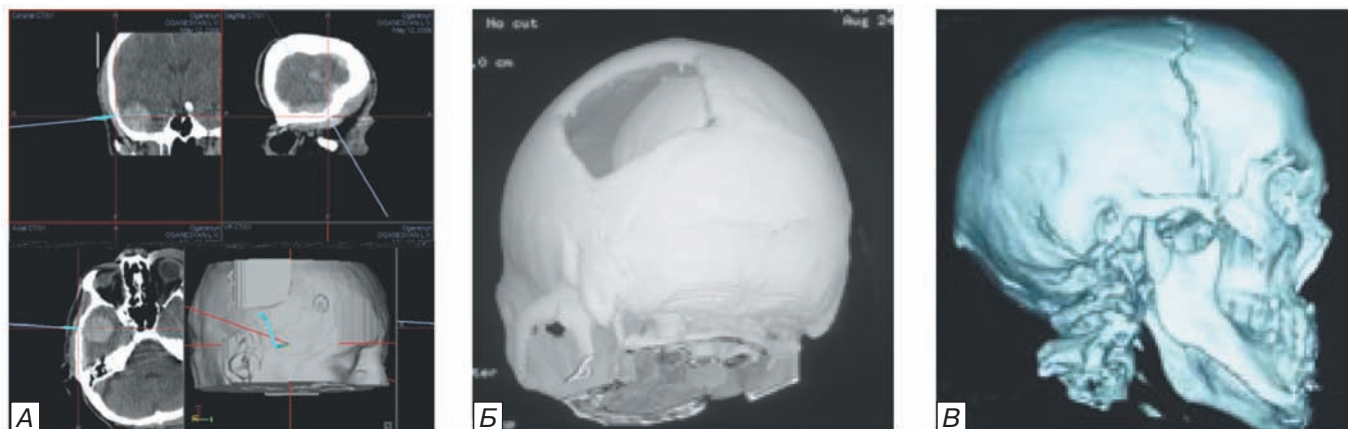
Примеры построения 3D-моделей на основе стандартных аксиальных КТ-срезов: А) совмещение данных КТ с нейронавигационной станцией. Планирование операционного доступа в режиме реального времени; Б) лизирование краев костного лоскута в левой теменно-затылочной области и его смещение в полость черепа; В) перелом правых височной и теменных костей с расхождением линии перелома, перелом правой скуловой кости.
